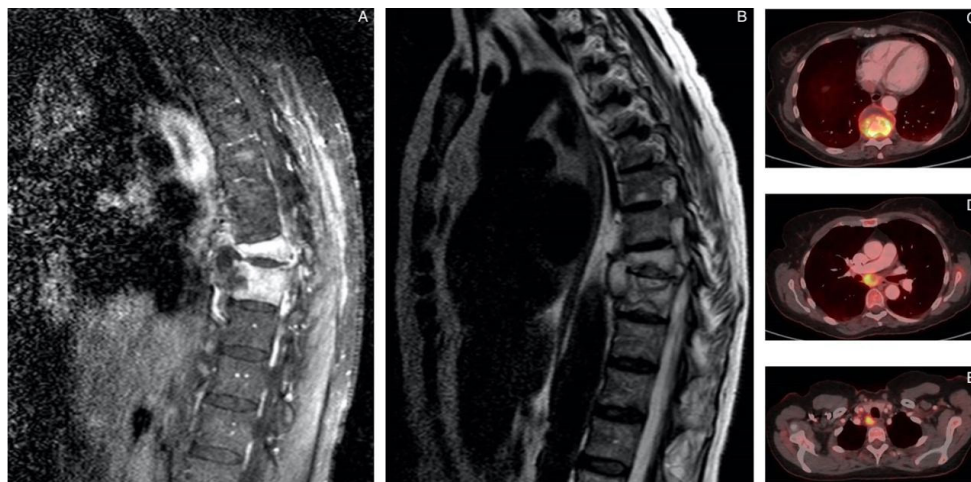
Resonancia magnética (RM) y ^{18}F -FDG PET/CT. Imágenes sagitales de RM en T1-SPIR (A) y T2-TSE (B) con señal patológica en el disco intervertebral y cuerpos vertebrales T9-T10 con destrucción ósea y colecciones en tejidos blandos adyacentes. Imágenes de ^{18}F -FDG PET/CT (C, D, E) con captación patológica en T9-T10, ganglios paratraqueal y supraclavicular derechos (no se muestra el compromiso ganglionar a nivel de hilio hepático, precarinal y subcarinal).
